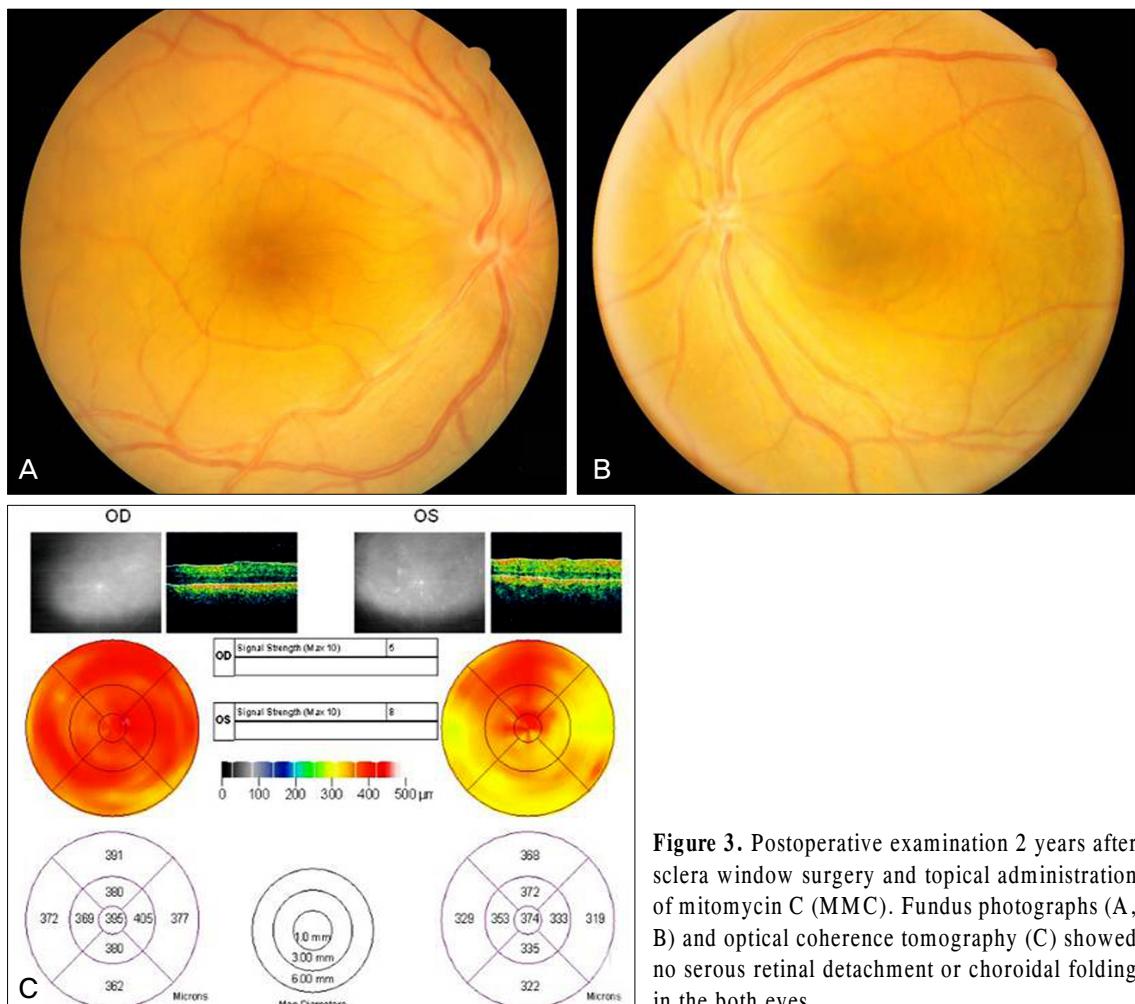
Postoperative examination 2 years after sclera window surgery and topical administration of mitomycin C (MMC). Fundus photographs (A, B) and optical coherence tomography (C) showed no serous retinal detachment or choroidal folding in the both eyes.
